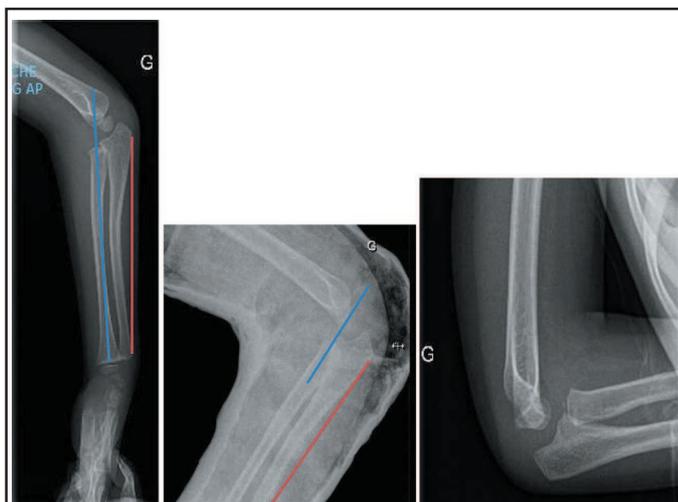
Radiographies pré opératoire (19/08/12), post opératoire (31/08/12) et à distance (03/10/12). La ligne bleue montre la relation entre la tête radiale et le capitulum. La ligne rouge correspond à la ligne de Mubarak.
